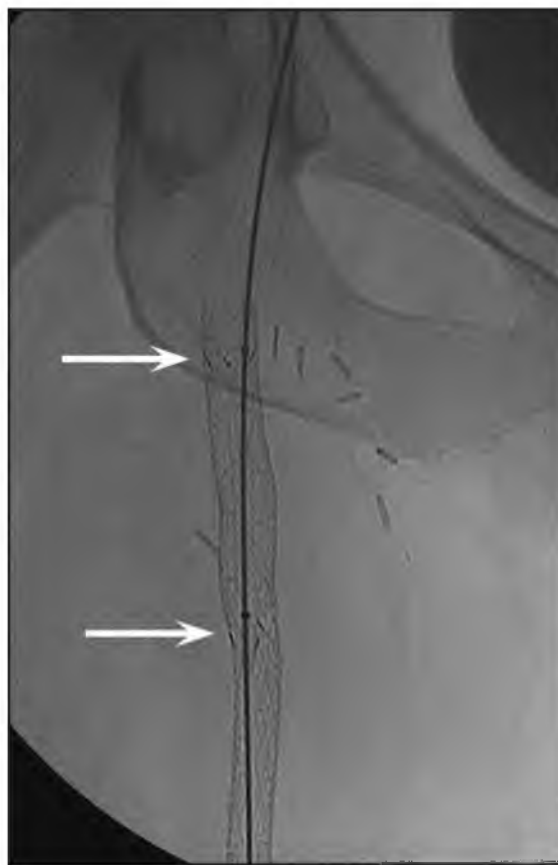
Рентгенограмма после установки внутри эндопротеза Viabahn® (\varnothing 8 мм длиной 100 мм), Ошибка! Ошибка связи. (стрелки)
